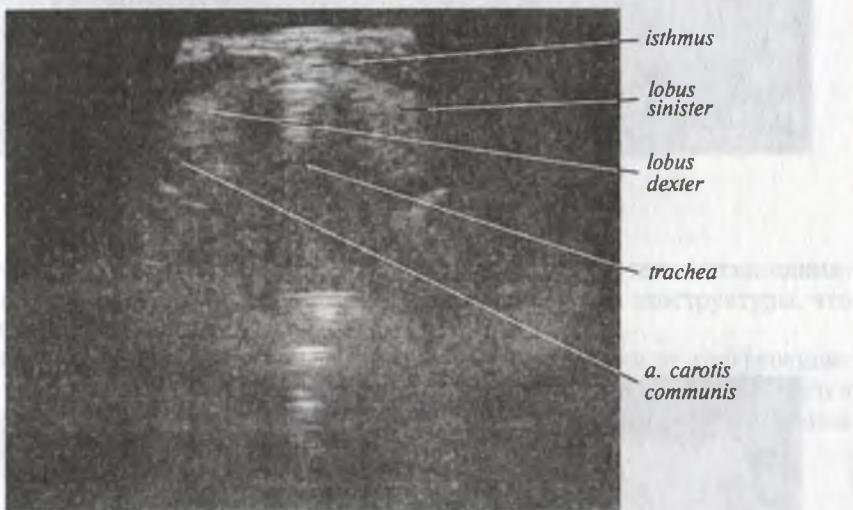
Ультразвуковая томограмма щитовидной железы
